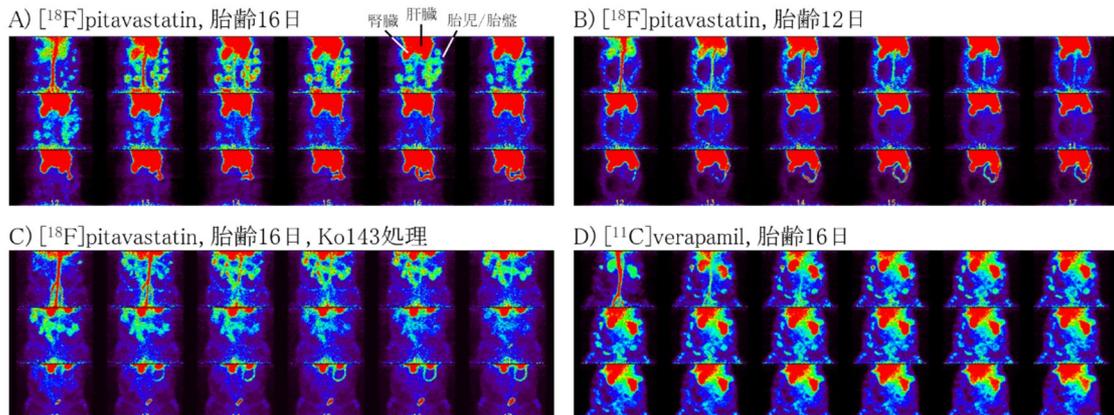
胎児/胎盤の PET イメージング。いずれの図も上段は投与後 0-1 分、中段は投与後 1-2 分、下段は 2-5 分の連続写真。(A、B) 胎齢 16 日目では ^{18}F pitavastatin の胎盤/胎児への明瞭な集積が見られるのに対し、胎齢 12 日目では集積の様子は明瞭ではなかった。(C) Bcrp の阻害薬である Ko143 処理することで、胎児/胎盤からの排出がやや遅くなる傾向が見られた。(D) P-gp 選択的なプローブである ^{11}C verapamil では、 ^{18}F pitavastatin と異なる動態が観察された。
